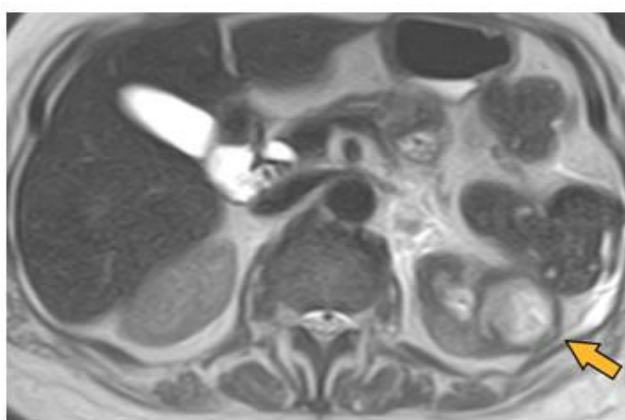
МР-томограммы пациентки К. (беременность 22-я неделя): *а* – МРУ, определяется утолщение паренхимы с апостемами в корковом слое (*стрелки*); *б* – ДВИ и ИКД, участки с ограничением диффузии соответствуют множественным апостемам (*стрелки*)
